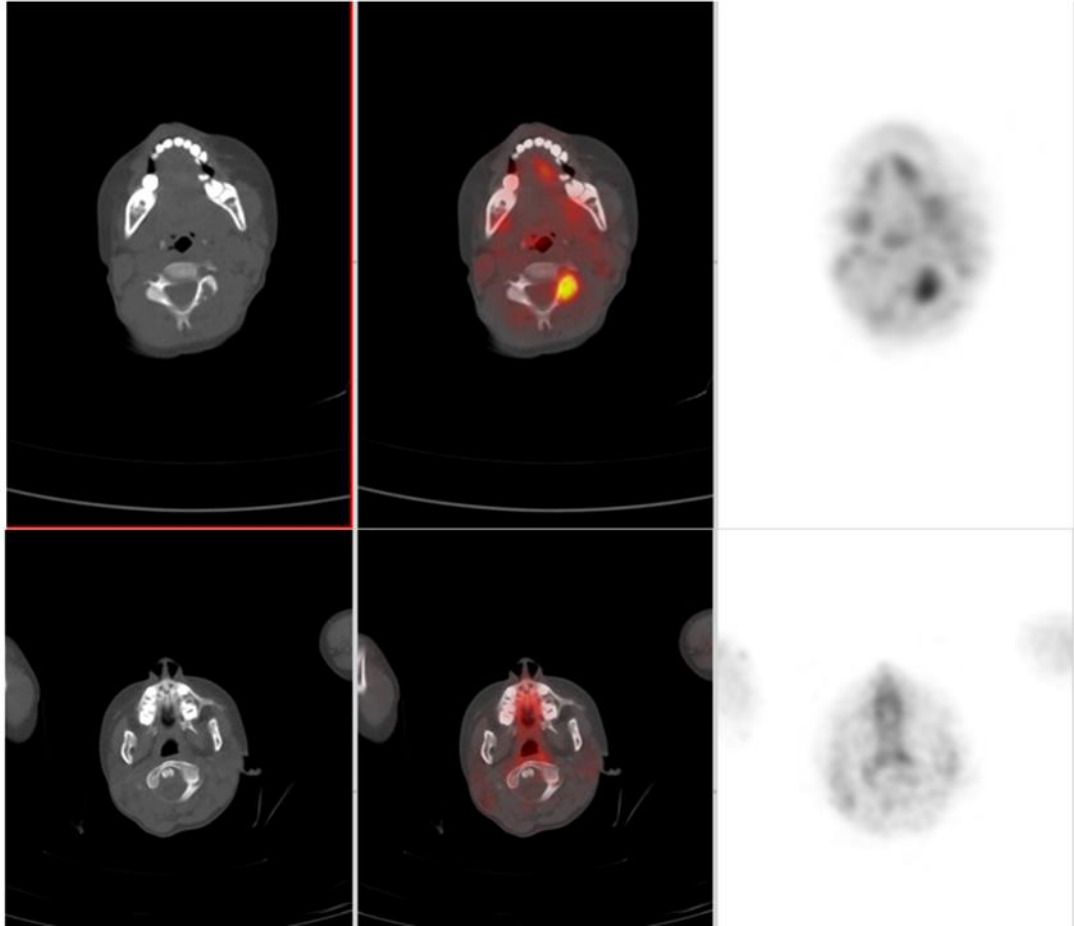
Imágenes superiores evidencian lesión activa a nivel de vértebra cervical y en las inferiores se observa la respuesta al tratamiento meses después. Todas imágenes correspondientes a PET/ CT, siendo las imágenes de la derecha correspondientes a proyección de máxima intensidad.
